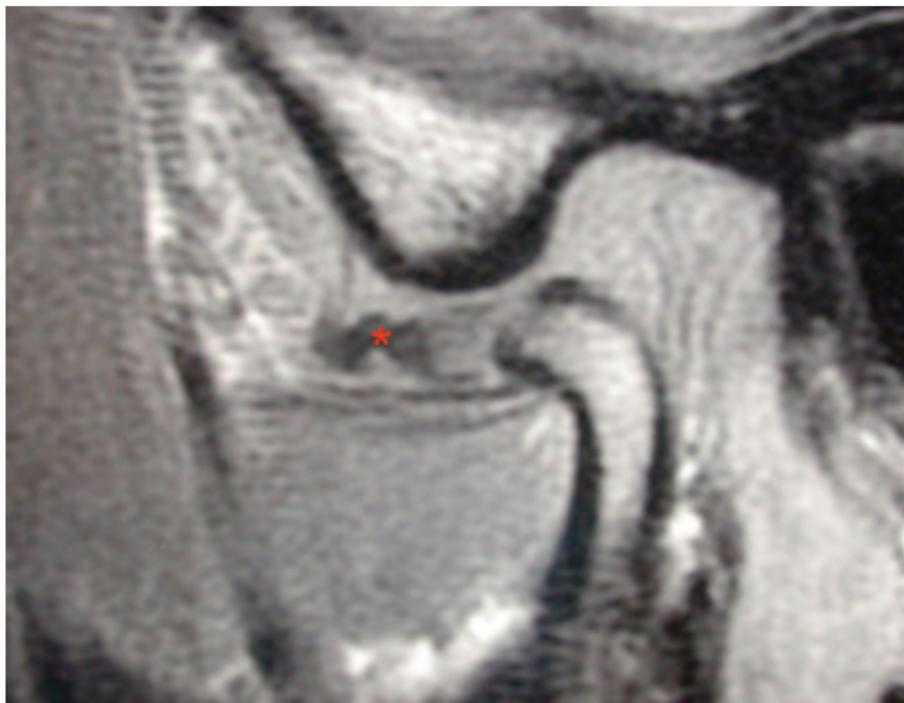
Coupe sagittale d'une ATM en IRM pondération T1 bouche ouverte. Image montrant un déplacement discal irréductible (disque *) et une plicature discale.(24)
